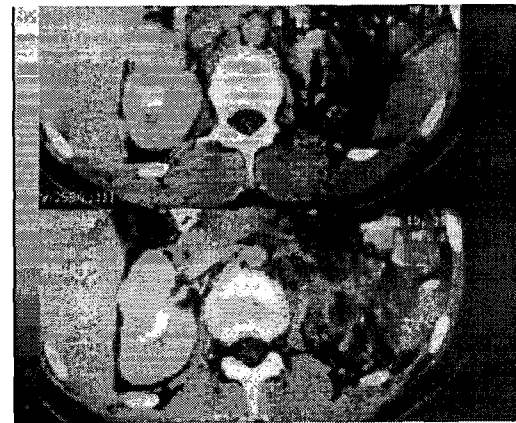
Renal CT scan shows small right kidney and no left kidney.
